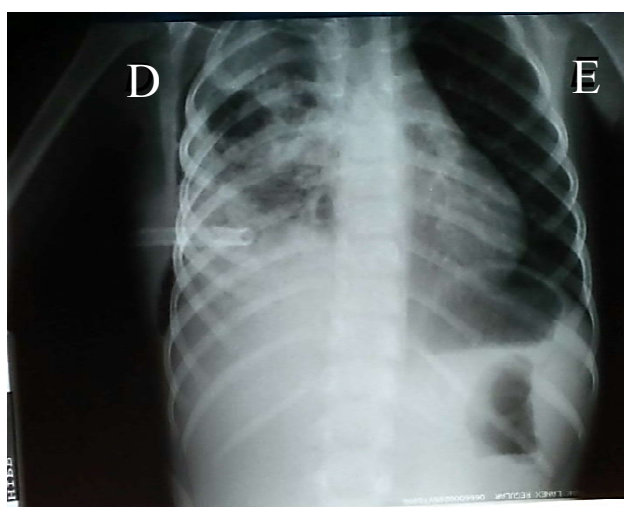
Radiografia de tórax PA<sup>6</sup>\* Fonte: O autor.
